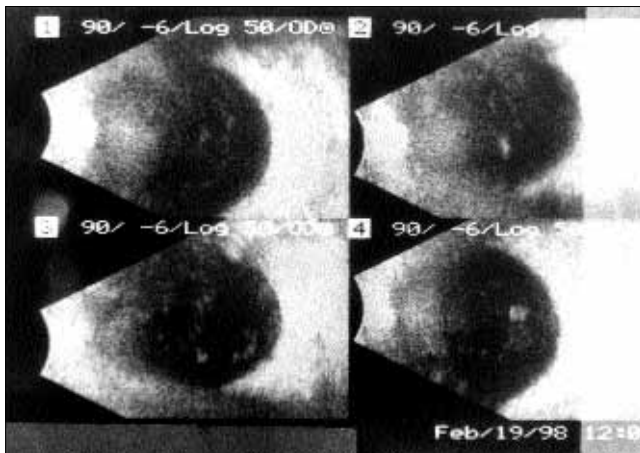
USG of the right eyeball before the treatment. Vitreous detachment (separation) and a lot of the floaters. One of them could suggest foreign body.
